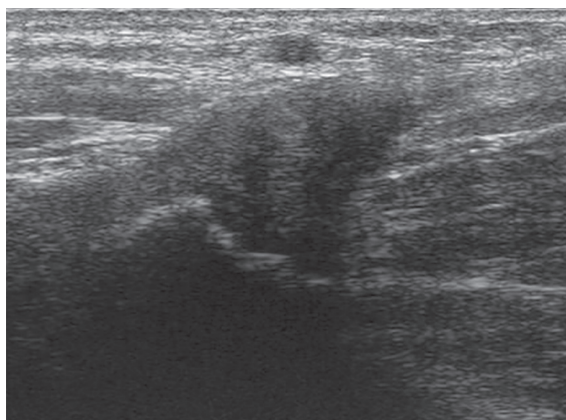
• Immagine ecografica longitudinale dell'inserzione dei tendini adduttori che appare ispessita ed ipoecogena con scarsa definizione del disegno fibrillare, da tendinopatia; coesiste irregolarità del profilo corticale osseo dell'osso pubico, in quadro di pubalgia cronica.
